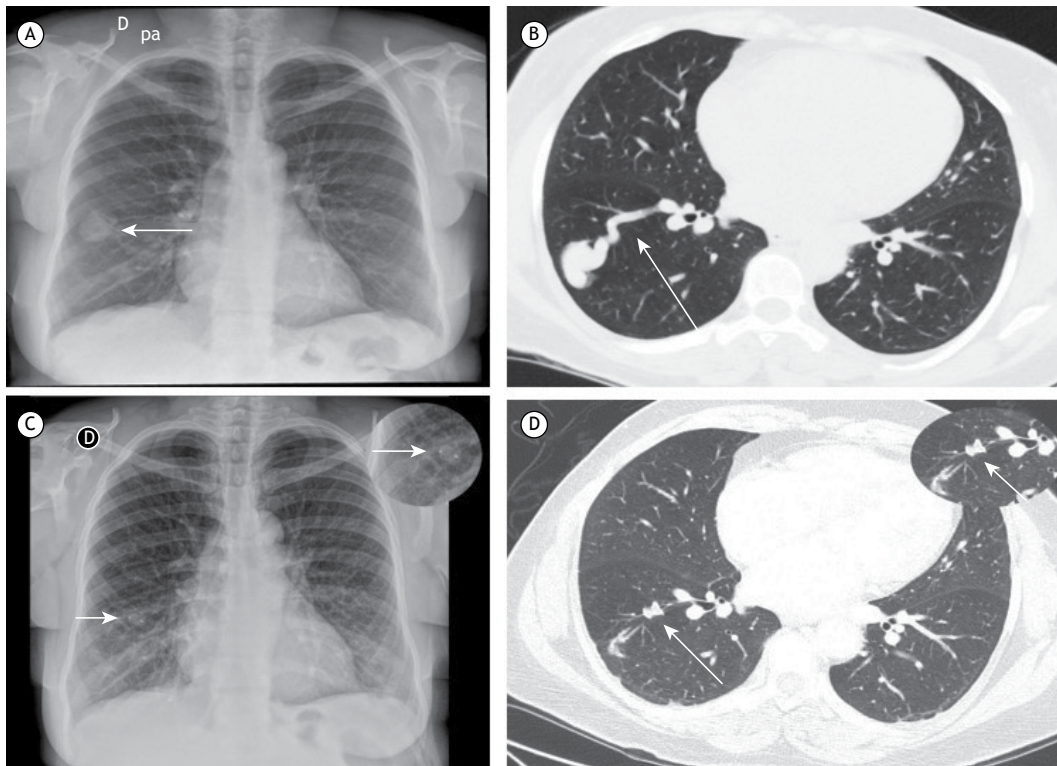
Pré-embolização: em A, imagem nodular no terço inferior do hemitórax direito visualizada na radiografia de tórax (seta); e, em B, angiotomografia de tórax revelando fístula arteriovenosa no lobo inferior direito (seta). Pós-embolização: em C, Amplatzer® na radiografia de tórax no terço inferior do hemitórax direito (imagem ampliada na parte superior direita da imagem; seta); e, em D, angiotomografia de tórax revelando a diminuição do saco fistular e a presença de Amplatzer® no lobo inferior direito (imagem ampliada na parte superior direita da imagem; seta).
